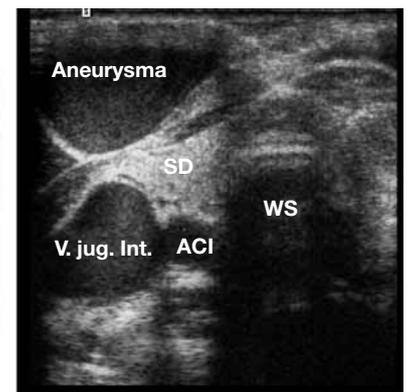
Sonografie Querschnitt
